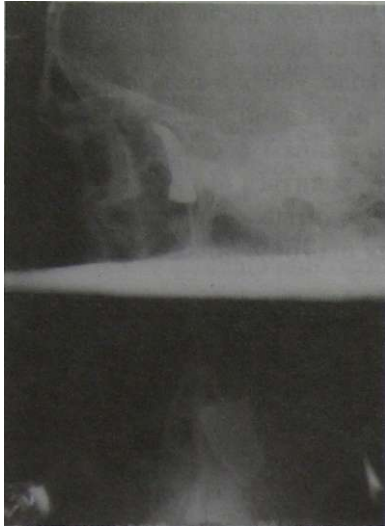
Рентгенограма кісток лицевого і мозкового скелета у бічній і прямій проекції дозволяє уточнити локалізацію чужорідного тіла
